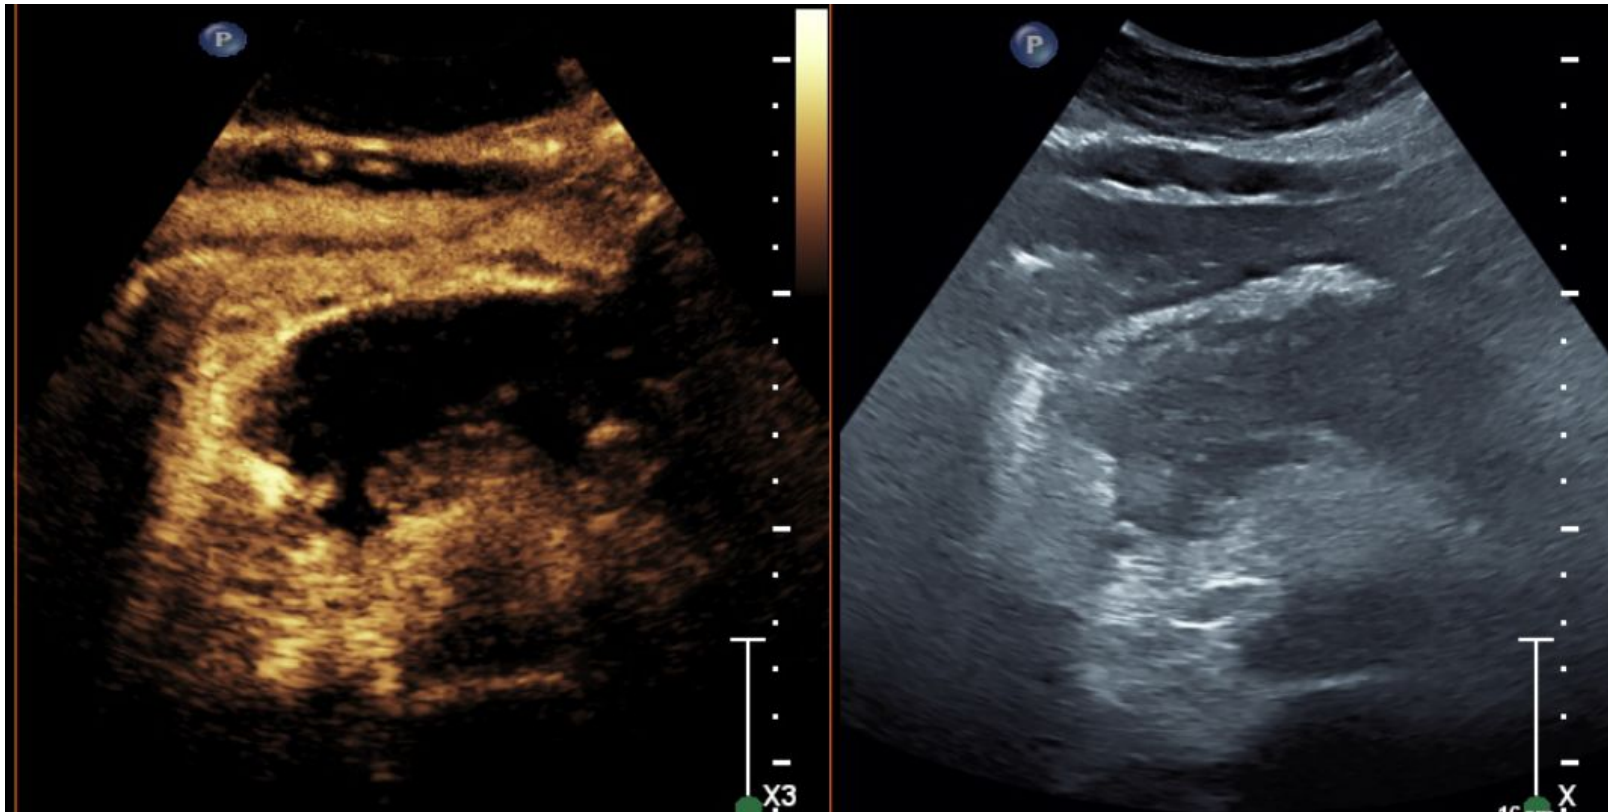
Ecografía abdominal con contraste iv:
